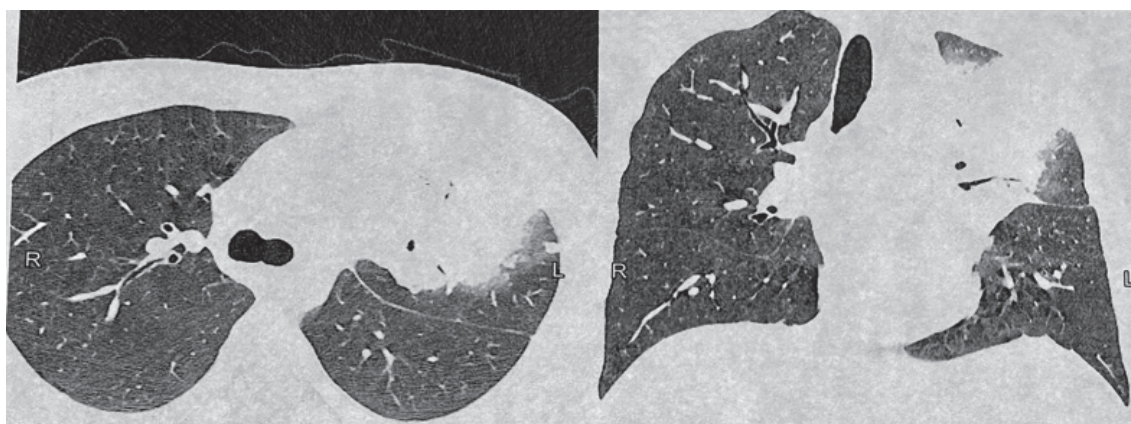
КТ ОГП хворого О. — інфільтративний процес в/ч лівої легені, після курсів неспецифічної терапії
